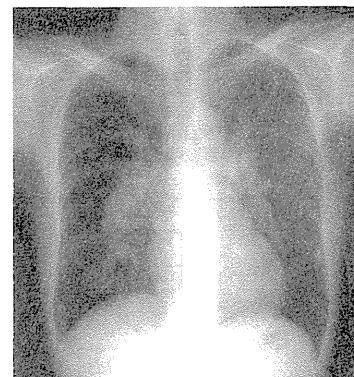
エポプロステノール持続静注療法施行中の患者の胸部X線
